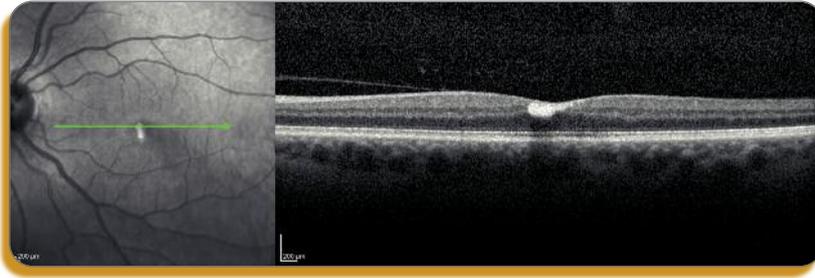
Après 6 semaines d'évolution, l'acuité visuelle s'est améliorée à 20/50 P4. Tomographie en cohérence optique (coupe horizontale passant par l'hémorragie) : nette résorption de l'hémorragie. Il persiste une petite hyper-réflexivité comblant partiellement la dépression fovéale.
